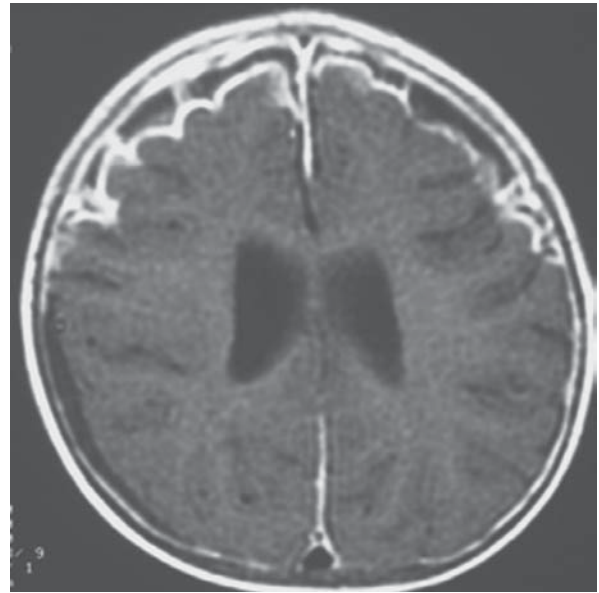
Meningitis y empiema. RM eco de espín con información T1 con medio de contraste. Realce de la meninge y colecciones subdurales pequeñas en los lóbulos frontales.
